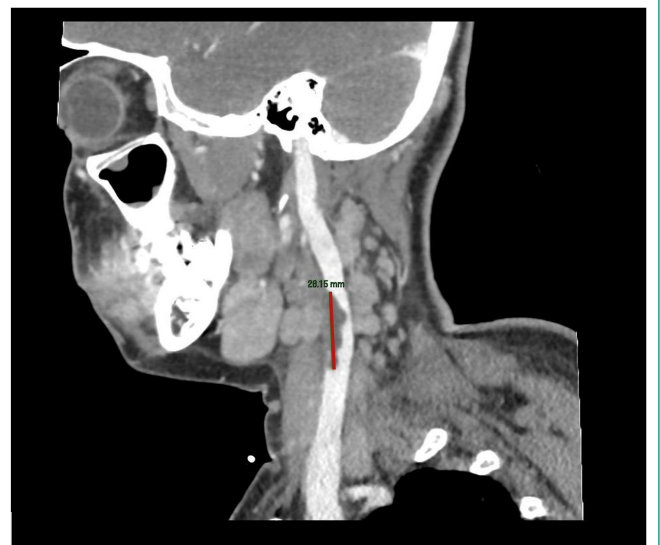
TAC cervical que muestra trombosis de vena yugular interna izquierda. En la imagen de arriba se aprecia la vena yugular interna izquierda trombosada (28,15 mm de extensión) y en la imagen de abajo se aprecia el defecto de repleción siendo la vena contralateral permeable.
